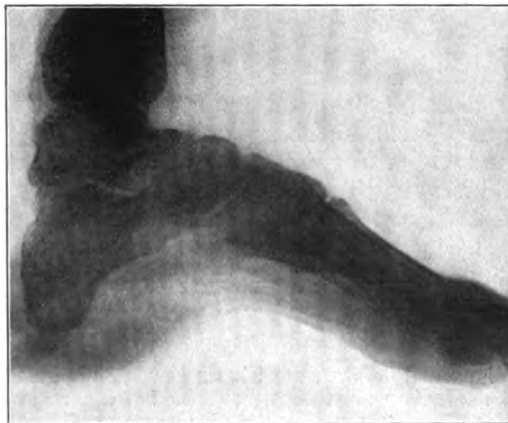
Röntgenbild eines Calcaneus-Hackenfußes.
